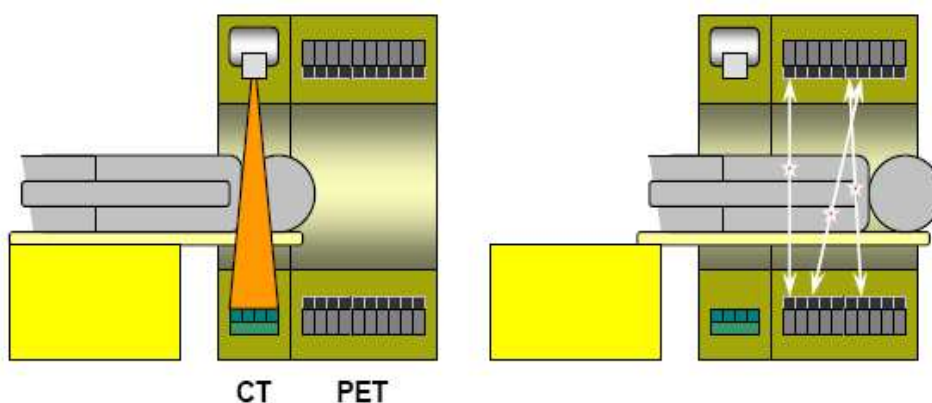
Etapas da realização de exame PET/CT
